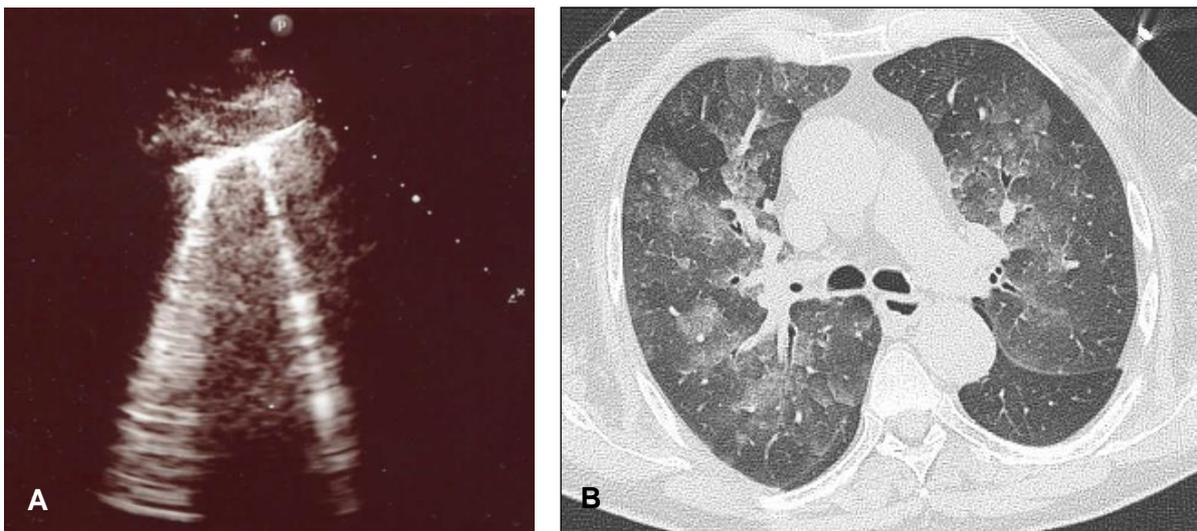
Œdème pulmonaire d'immersion avec des images échographiques en queues de comètes (A) et des aspects typiques en verres dépolis en tomodensitométrie (B) (source : APHM)
